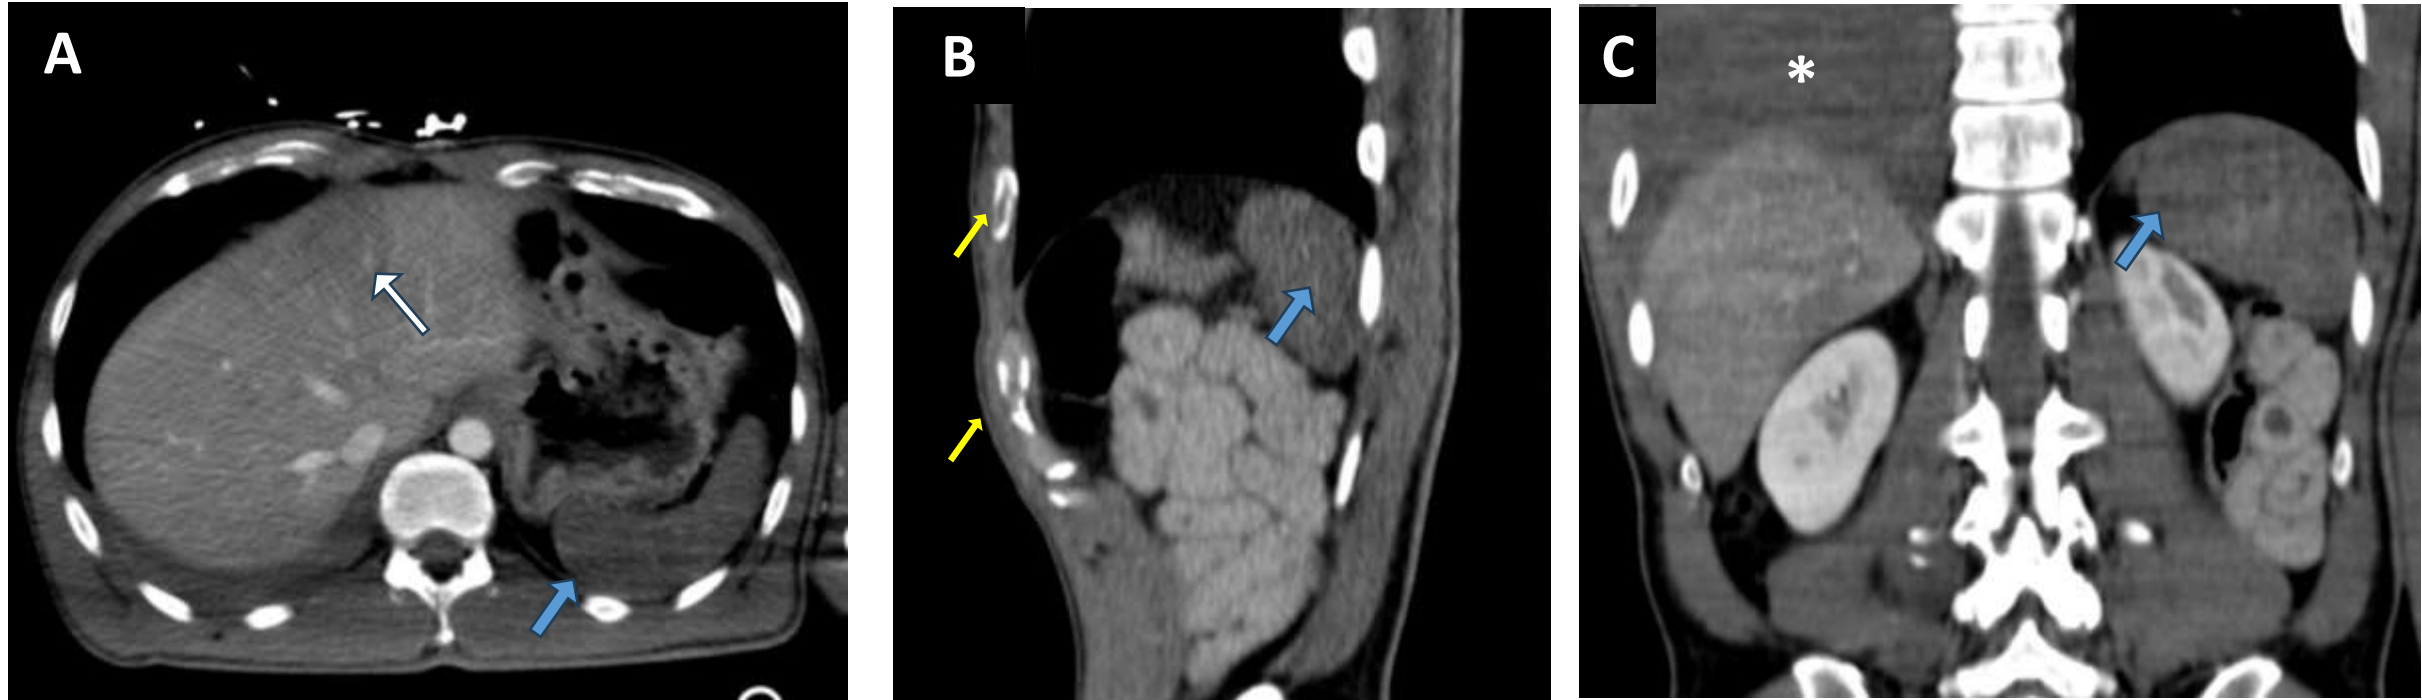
TC abdominopélvica dinámica en fase arterial, con reconstrucciones multiplanares axial (A), sagital (B) y coronal (C). Se identifica hematoma subcapsular esplénico (asterisco) con foco de extravasación activa de contraste en fase arterial (flechas azules), compatible con sangrado activo contenido secundario a lesión esplénica grado IV según la clasificación AAST. Se asocian realce hepático heterogéneo por defectos de perfusión flecha negra, infartos renales (B y C) (Flechas blancas) y disminución del calibre de la aorta (A), hallazgos sugestivos de hipoperfusión sistémica / estado de bajo gasto.
